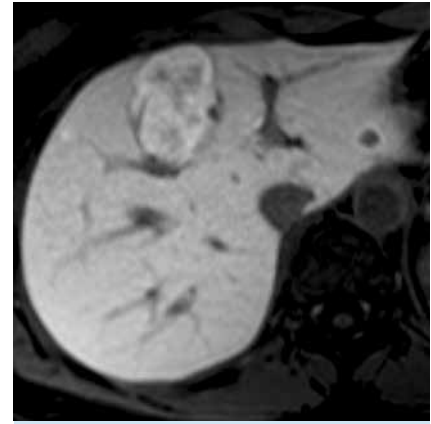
Axiale Leber-MRT. T1w post-Gd (Spätphase) nach IV-Gabe von hepatozellulärem Kontrastmittel. Nachweis eines typischen KM-Poolings in der FNH nicht jedoch im PECO.
